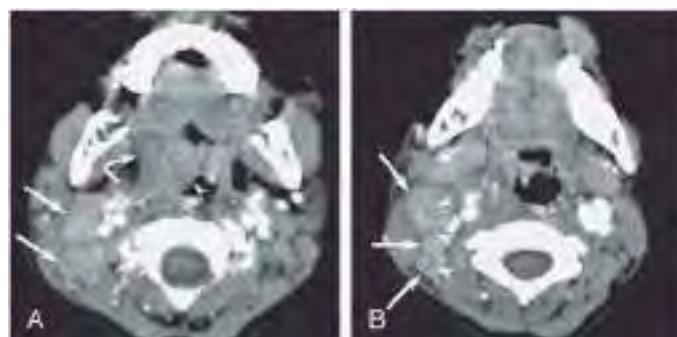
TC realizada con contraste en un niño de 3 años con enfermedad de Kawasaki. A, Linfadenopatía cervical derecha (flechas), una zona hipodensa periamigdalina (flecha curvada) y una tumefacción de la amígdala palatina derecha (punta de flecha). B, Linfadenopatía cervical derecha con infiltración periganglionar (flechas) y una atenuación baja focal intraganglionar (puntas de flecha). (De Kato H, Kanematsu M, Kato Z, et al: Computed tomographic findings of Kawasaki disease with cervical lymphadenopathy, J Comput Assist Tomogr 36(1):138-142, 2012, Fig 1p 139.)
